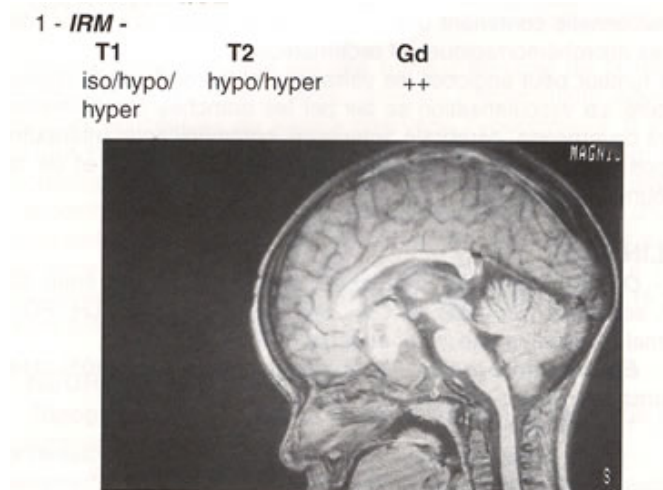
IRM : crâniopharyngiome.
